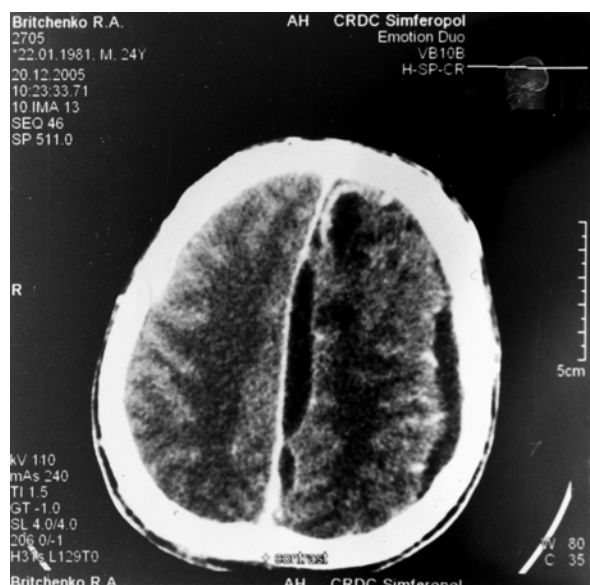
СКТ головного мозга у больного Б., 24 лет. Субдуральные эмпиемы в лобно-височно-затылочно-теменных отделах межполушарной щели. Формирующийся абсцесс левой височной доли. Коронарная проекция с усилением.
